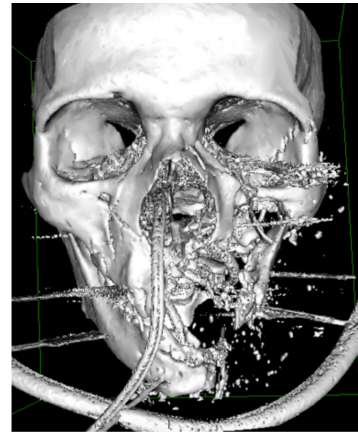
CT Reconstrucción 3D post quirúrgico (primario). Se observa fractura panfacial y una en la zona anterior a derecha
